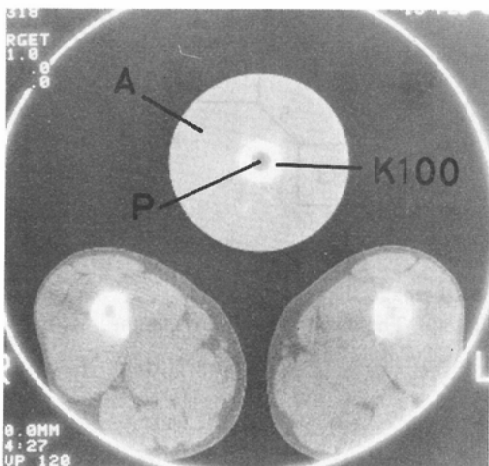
(a) A CT-image of midshafts of femurs together with the phantom-I.
